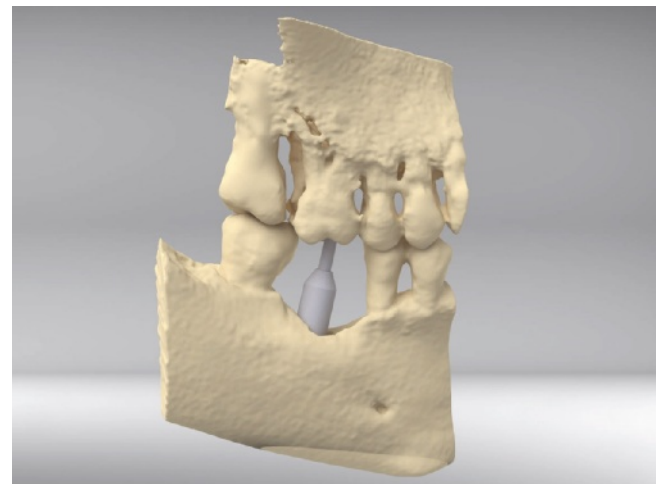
als auch für die bukkolinguale Dimension. Digital wird die Ausrichtung der Bohrung am Oberkiefer überprüft, um eine spätere Abstützung und Okklusion im Sinne der prothetischen Idealvorstellungen zu erreichen. Auf Basis der angefertigten DVT oder CT erfolgt mittels CAD/CAM-Technik die Erstellung eines 3-D-Modells des Knochendefekts. Danach wird auf dem Modell das Gitter gemäß den Vorgaben beim Einsatz von Membranen designt. Die Ränder des Gitters entsprechen der Knochenkontur, und die innere Kontur repräsentiert das gewünschte Augmentationsvolumen. Die errechnete Implantatposition wird durch das Gitter im Sinne des Backward-Planning-Konzepts vorgegeben
